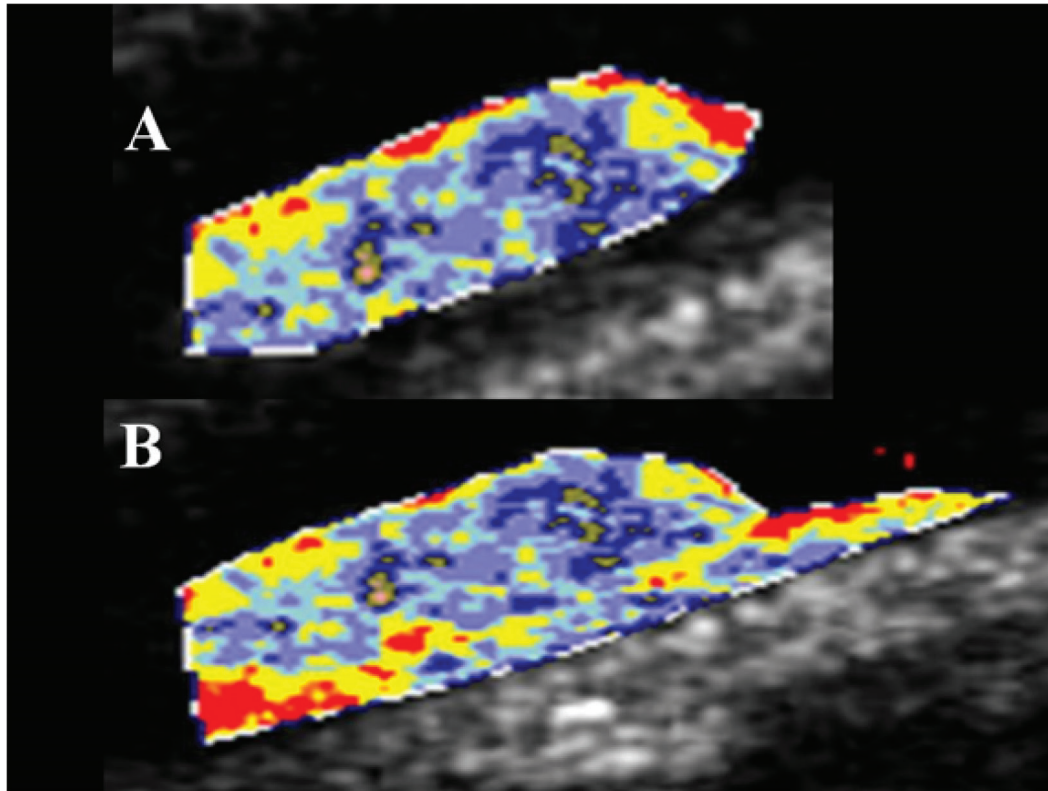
Caracterização tecidual ultrasonográfica (CATUS) do trombo/êmbolo da artéria carótida interna, após acidente vascular cerebral
